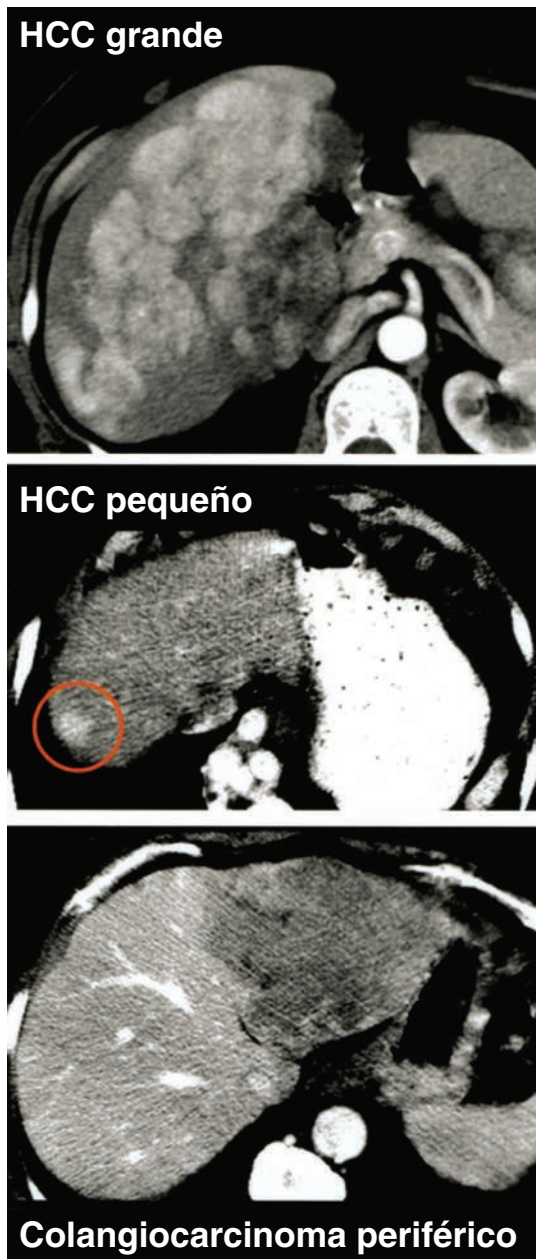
Imágenes por tomografía computarizada (CT) de carcinoma hepatocelular (HCC) y colangiocarcinoma periférico. La CT muestra un HCC hipervascularizado grande (*imagen superior*) y pequeño (*imagen del centro*). También se muestra un colangiocarcinoma periférico hipovascularizado en el lóbulo izquierdo (*imagen inferior*).
